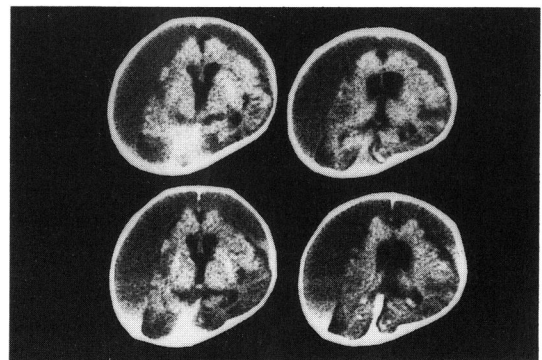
Contrast enhanced CT of infantile chronic subdural hematoma.
